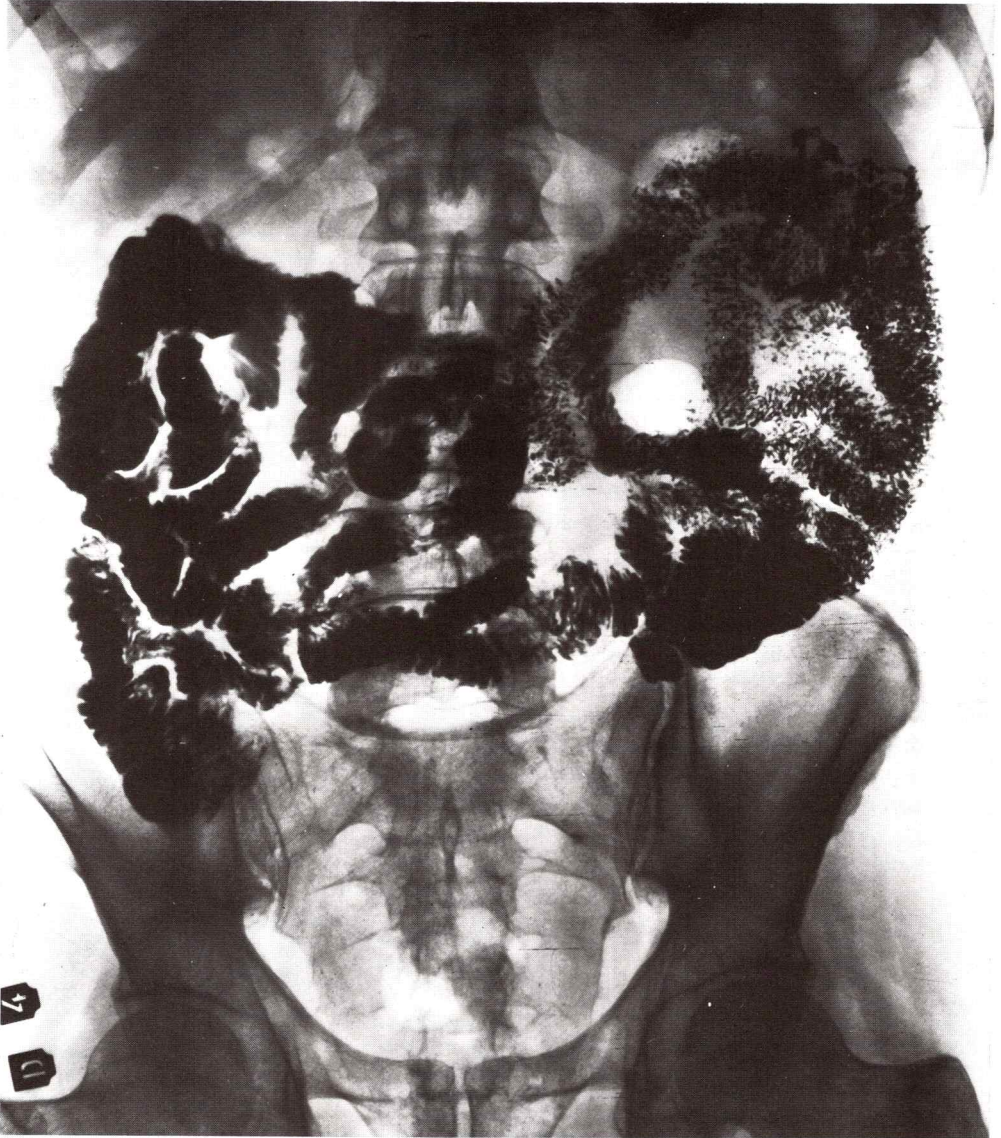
a. — Radiografía del intestino delgado opacificación con bario.
